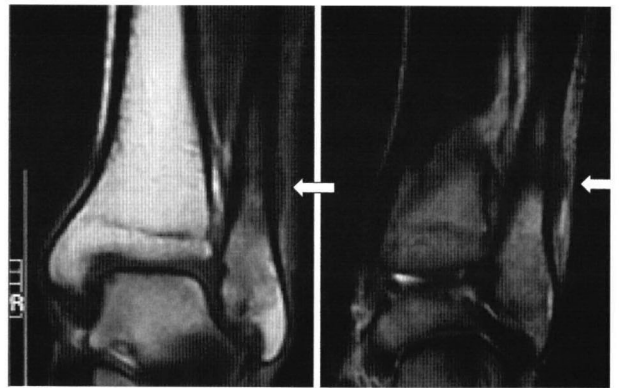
MRI of a stress fracture at 16 days after onset in a 19-year-old male athlete (Arrows show the periosteal reaction in the fibula)
